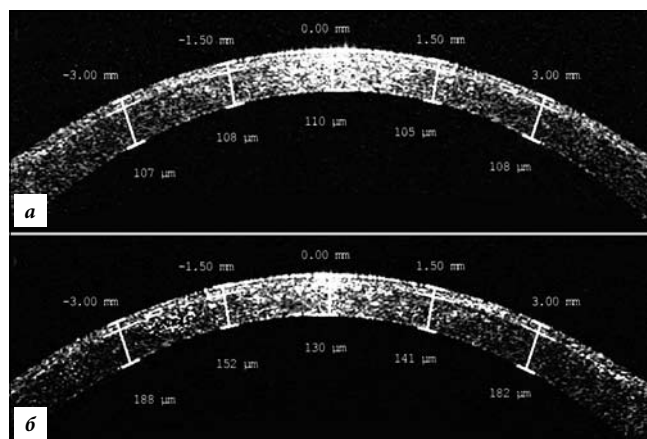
Оптическая когерентная томограмма роговицы пациента после операций SMILE (а) и LASIK (б).
